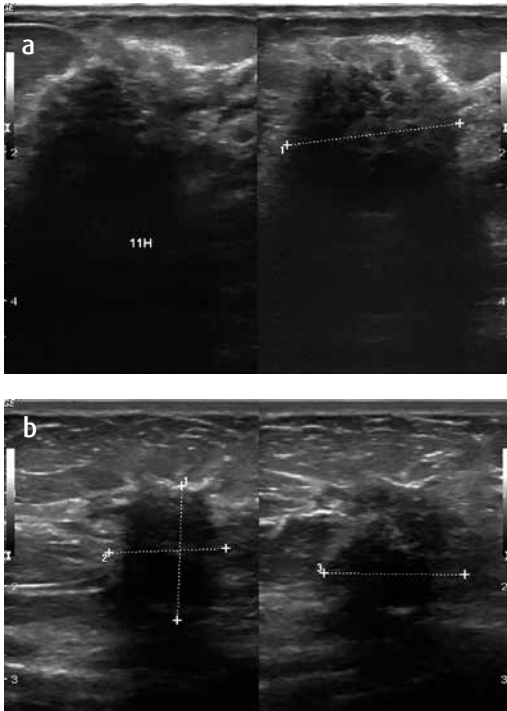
a) Ecografía. Plano longitudinal y transverso. Masa heterogénea, irregular, de bordes no circunscritos, microlobulados, con eje perpendicular al plano de la piel, la cual presenta sombra acústica posterior. b) Ecografía. Plano longitudinal y transverso. Masa hipoeoica, irregular, de bordes no circunscritos, microlobulados, con eje perpendicular al plano de la piel, la cual presenta sombra acústica posterior.
